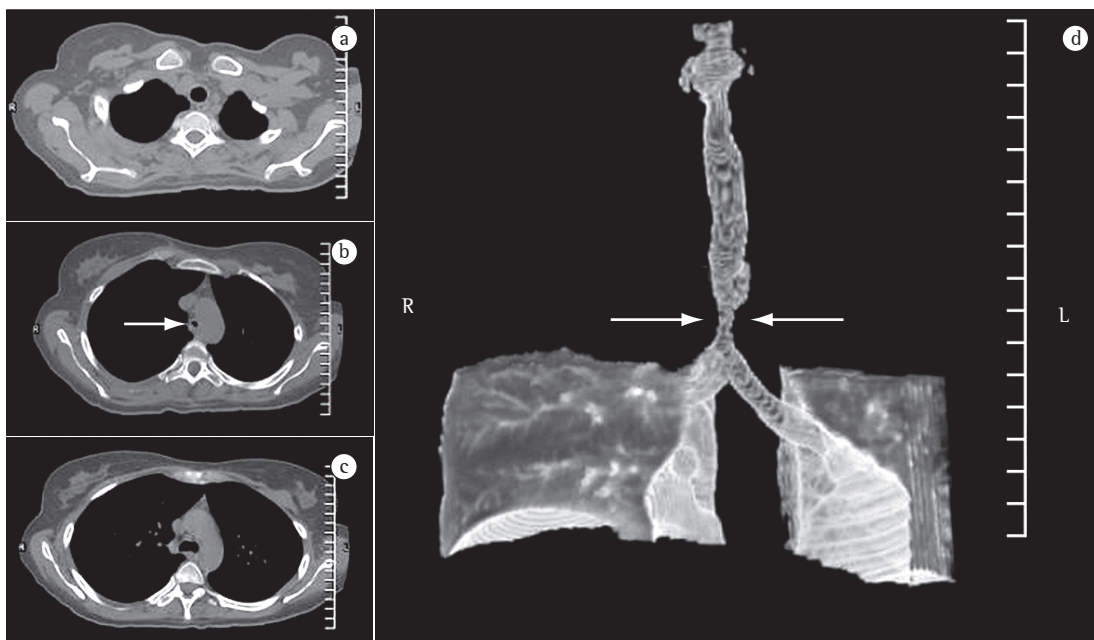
TC de tórax: a, b e c) Cortes axiais; e d) reconstrução tridimensional, mostrando a estenose traqueal (setas brancas).
